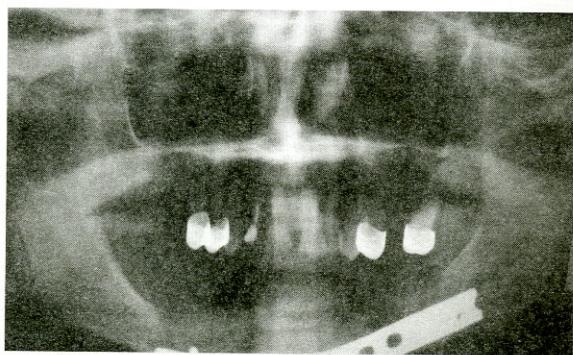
Контрольная ортопантомограмма через 3 мес после операции.
